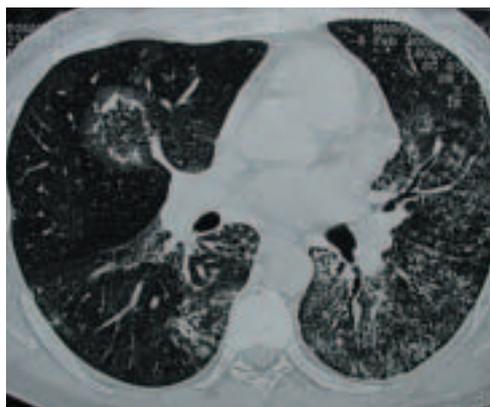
Tomografía computarizada de tórax mostrando nódulos heterogéneos de pulmón.
